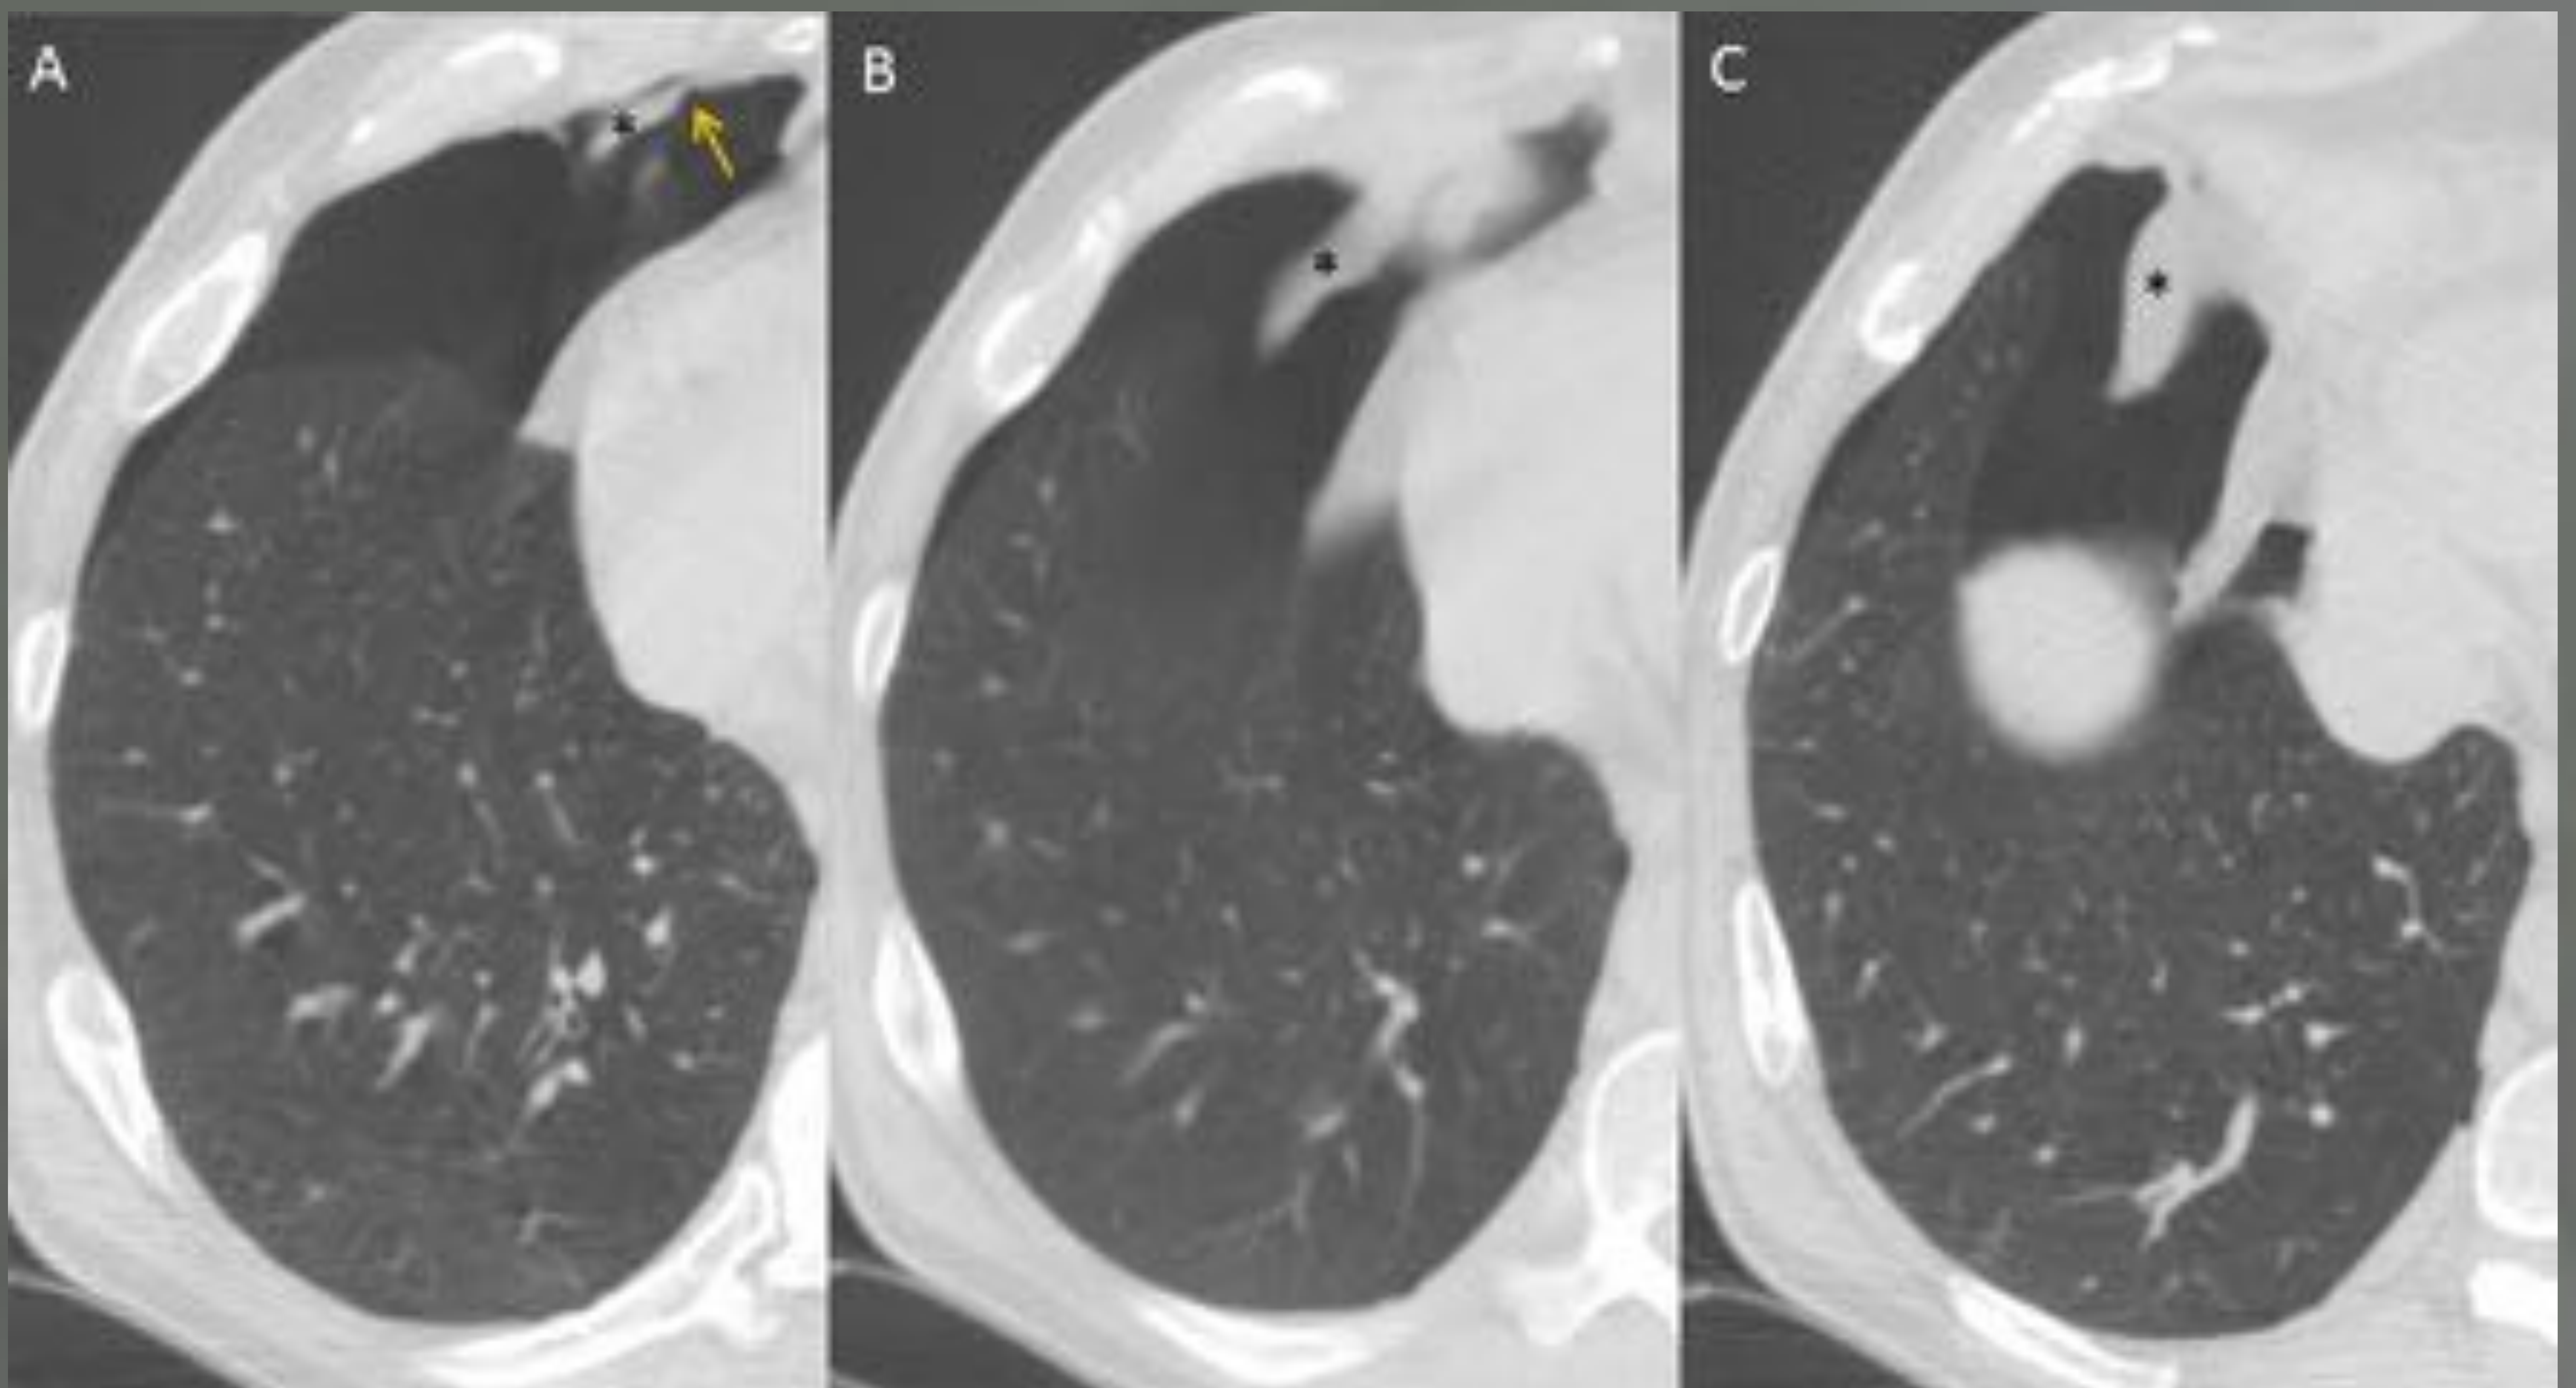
A, B, C. Imágenes axiales de TC del mismo paciente que en la figura 2 adquiridas en la porción inferior del tórax muestran un neumotórax derecho con una estructura pediculada (*) colgando de la pared torácica anterior (flecha en A) en el interior de la cavidad pleural.
